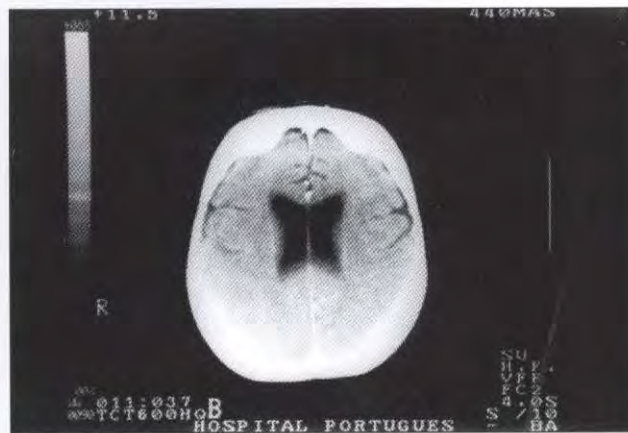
Tomografia computadorizada de crânio demonstrando espessamento da calota craniana, sem lesão expansiva parenquimatosa, discreto aumento dos ventrículos laterais e atrofia cortical.
